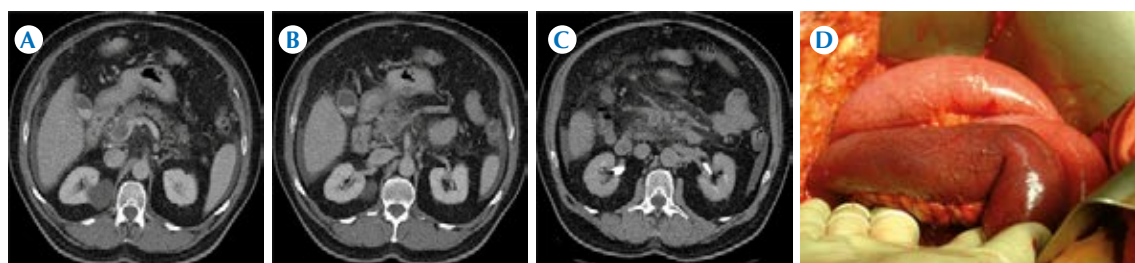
A) Caso número 26, varón de 57 años con síndrome doloroso abdominal agudo al que se le realizó angiotomografía, imagen axial con los hallazgos secundarios a isquemia mesentérica aguda: defecto de llenado parcialmente obstructivo venoso en la vena porta. B) Defecto de llenado venoso parcialmente obstructivo en la confluencia de la vena portoesplénica. C) Defecto de llenado venoso parcialmente obstructivo en la vena mesentérica superior. D) Correlación quirúrgica que define la transición anormal entre la coloración normal y la coloración rojiza disminuida, anormal de las asas del intestino delgado por compromiso vascular venoso trombotico condicionante de la isquemia mesentérica aguda.
